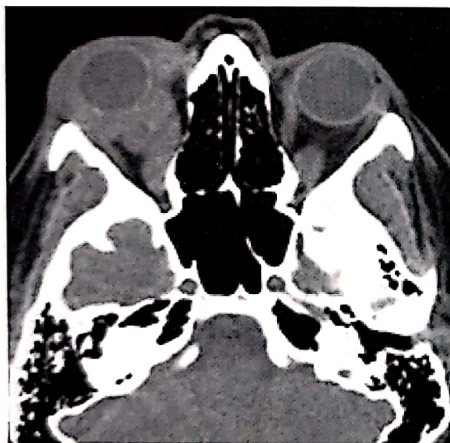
S.M. CT-scan axial. Tumoră infiltrativă izodensă. Metastază de carcinom mamar.
